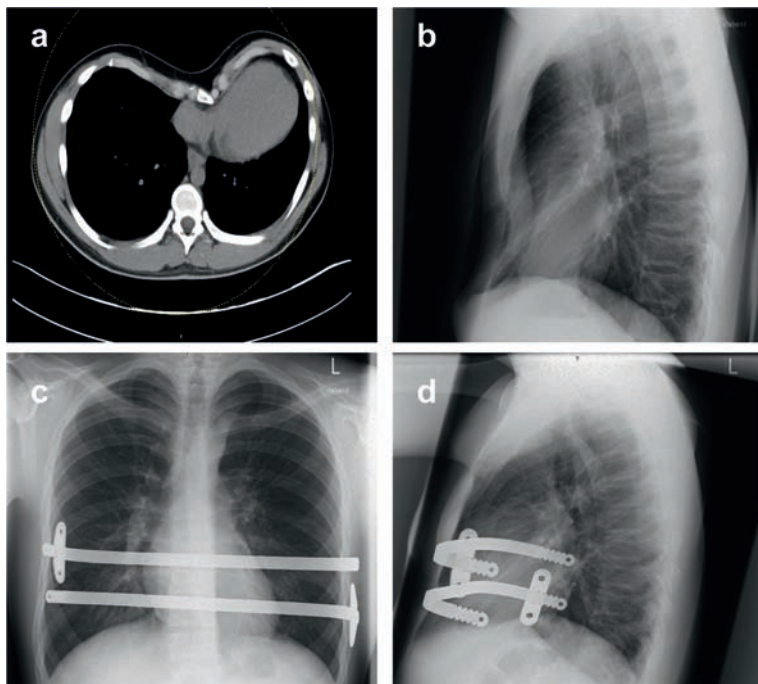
a und b: Trichterbrust im CT-Thorax transversal und Röntgenthorax seitlich. Abbildung 5 c und d: Nuss-Korrektur mit zwei anmodellierten retrosternalen Metallbügeln.
